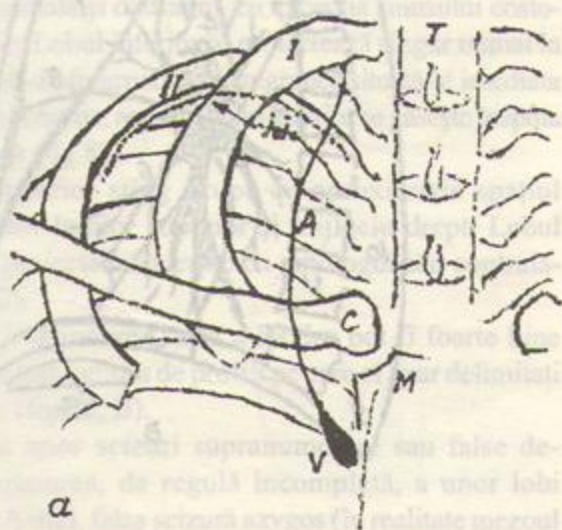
Imagini produse de pleura normală în regiunea apicală. (a) Aspecte vizibile pe radiografia de față: I: coasta I; II: coasta a II-a; i.i.: imaginea însoțitoare a coastei II; A: "scizura" azygos; T: traheea; C: clavicula; M: manubriul sternal; V: vena azygos (b) Modul de formare a imaginilor însoțitoare costale. c: coaste; P: pleura domului; S: sursa fascicului de radiații.
